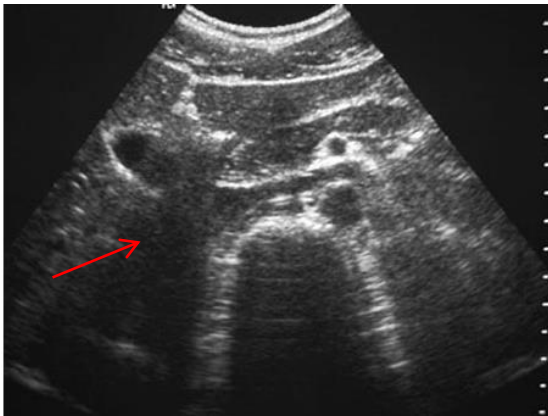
Corte transversal de una ecografía abdominal donde la flecha roja indica el duodeno.
